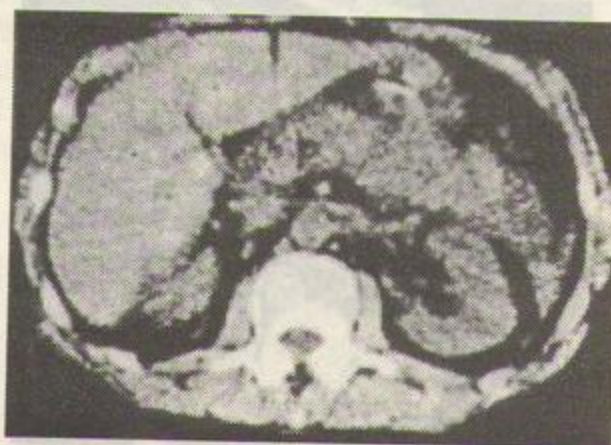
Pancreatită acută necrotic-hemoragică (examen CT). Pancreas mărit de volum, cu păstrarea omogenității structurale.
